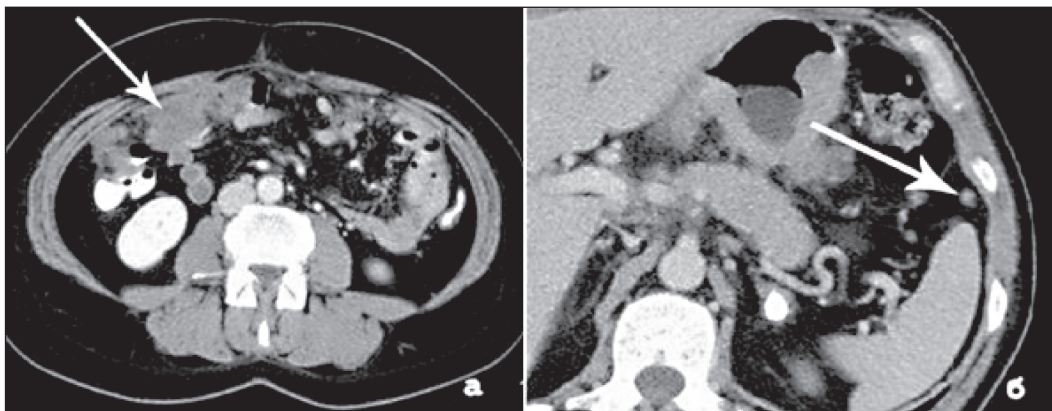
КТ органов брюшной полости. Рак желудка. Канцероматоз брюшины:
